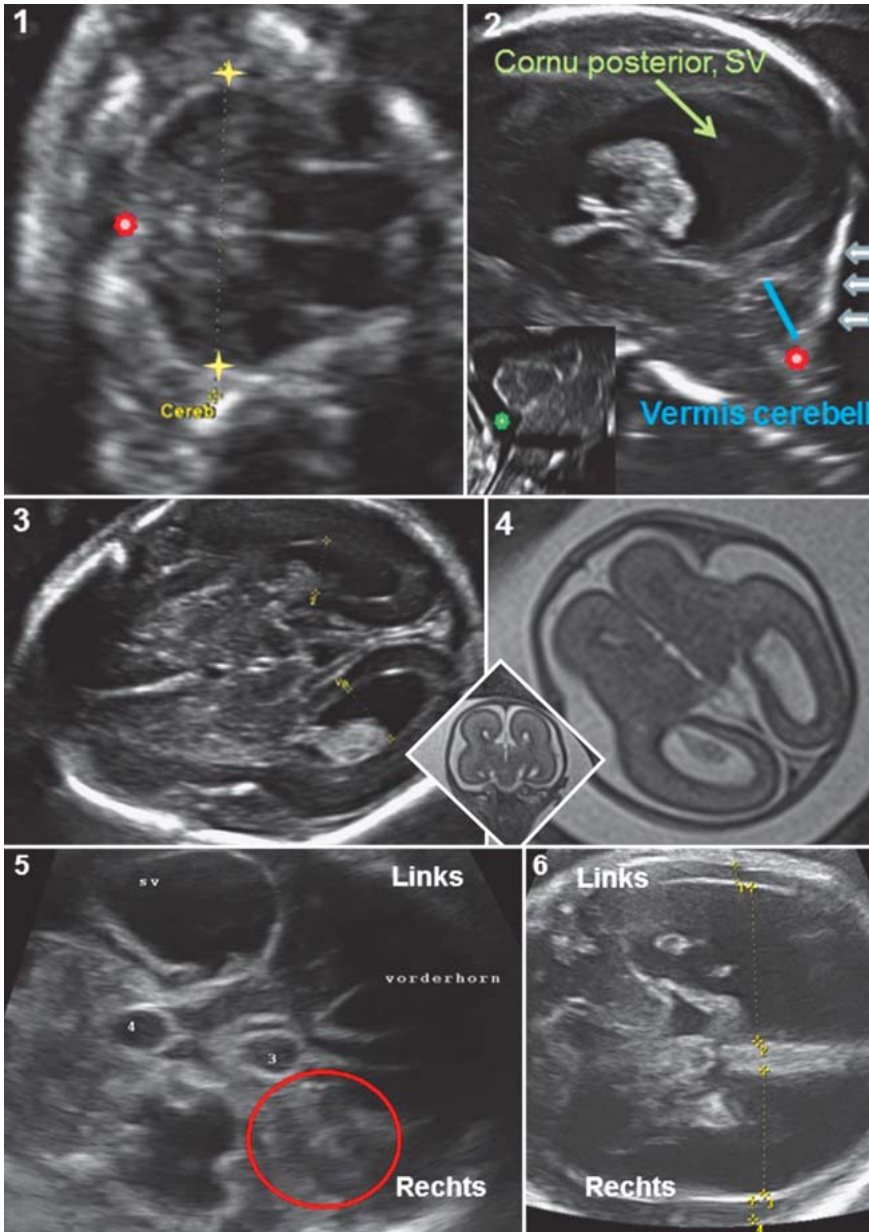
Darstellung von 3 verschiedenen Grunderkrankungen, welche mit einem Hydrozephalus einhergehen; Bild 1 und 2 zeigen die hintere Schädelgrube eines Feten mit lumbosakraler Spina bifida. Bild 1 zeigt das typische „Banana-Sign“ mit aufgebrauchter Cisterna magna (rotes Sternchen). Bild 2 stellt im Sagittalschnitt ebenfalls die Fossa posterior mit Vermis cerebelli dar. Die weißen Pfeile deuten auf das Os occipitale, auch hier zeigt das rote Sternchen die aufgebrauchte Cisterna magna. Der kleine Bildeinschub zeigt einen Normalbefund mit deutlich erkennbarer Cisterna magna (grünes Sternchen) zwischen Kleinhirn, Medulla oblongata und Os occipitale. Bild 3 und 4 sind von einem Feten mit kompletter Balkenagenesie. Deutlich zu sehen ist die hier typische Kolpozephalie, d. h. Aufdehnung der Hinterhörner bei sehr schmalen, bis kaum darstellbaren Vorderhörnern der Seitenventrikel. Das kleine MRT-Bild im Einschub zeigt im Koronarschnitt die typische Stierhornkonfiguration der nach lateral verlagerten schmalen Vorderhörner mit medialkonvexer Kompression durch die Probst-Bündel (= longitudinal verlaufende Balkenfasern). Bild 5 und 6 stellen einen Feten mit deutlichem tetraventrikulären Hydrozephalus auf dem Boden einer Hirnblutung mit Ventrikeleinbruch rechts (roter Kreis) dar. Bild 6 soll zeigen, wie schmal sich das Hirnparenchym durch den Kompressionseffekt des Hydrozephalus der Seitenventrikel darstellt.
